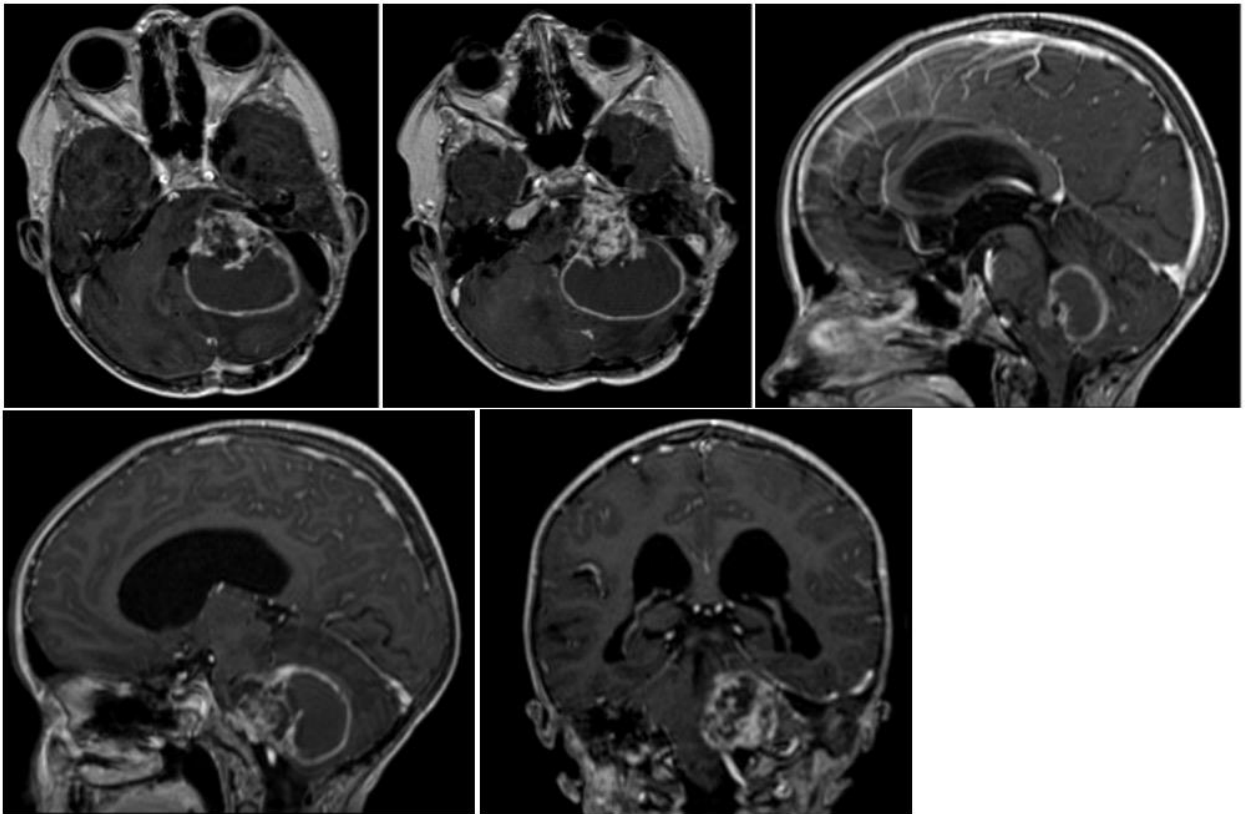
Данные дооперационной МРТ пациента К.
